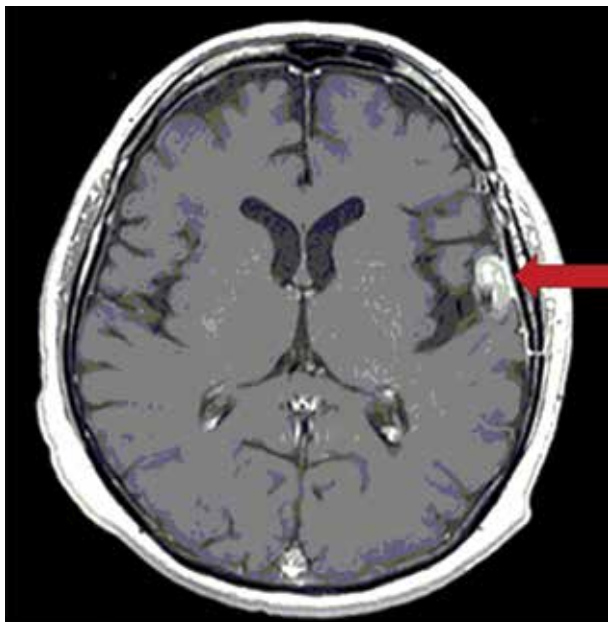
МРТ головного мозга от марта 2017 г.: церебральный метастаз в коре левого полушария головного мозга размерами 31 × 26 × 15 мм
